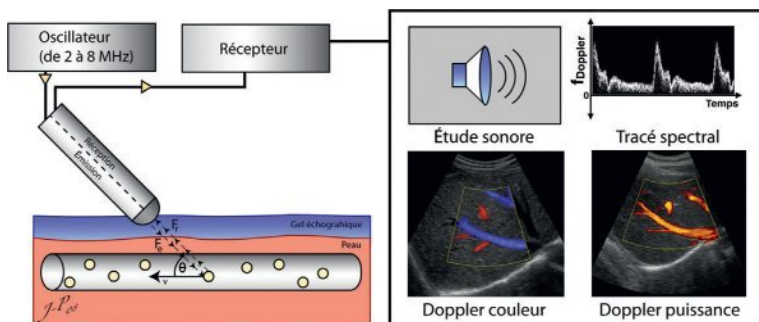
Les principaux modes d'analyse du signal Doppler.
